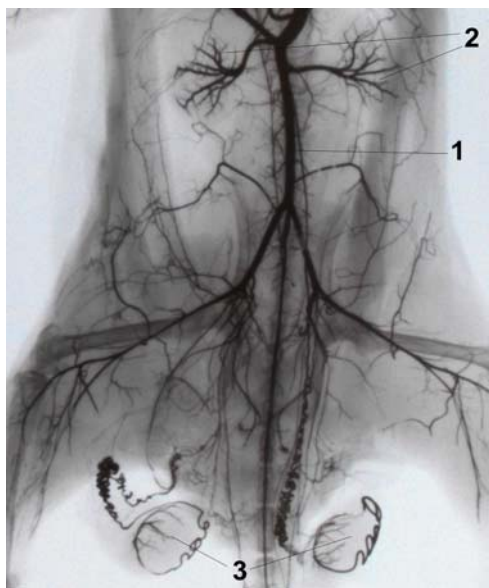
Рентгенангіограма судин черевної аорти щура на 28 добу після моделювання портальної гіпертензії. Черевний відділ аорти – 1, збільшення діаметра, звивистості і наростання кутів галуження гілок ниркових артерій – 2, інтраорганні яєчкові артерії – 3.
